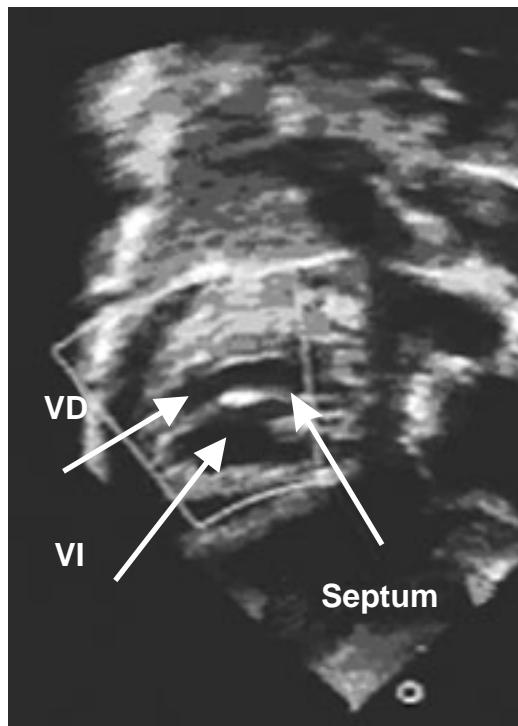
Ecocardiograma subcostal en 4 cámaras, muestra los ventrículos arriba y abajo. Las flechas señalan las siguientes estructuras VD = ventrículo derecho, VI = ventrículo izquierdo y septum = septum interventricular.
